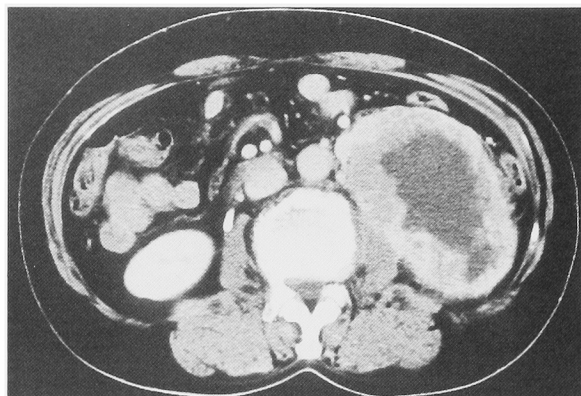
CT scan showed a left renal tumor with low density area.
